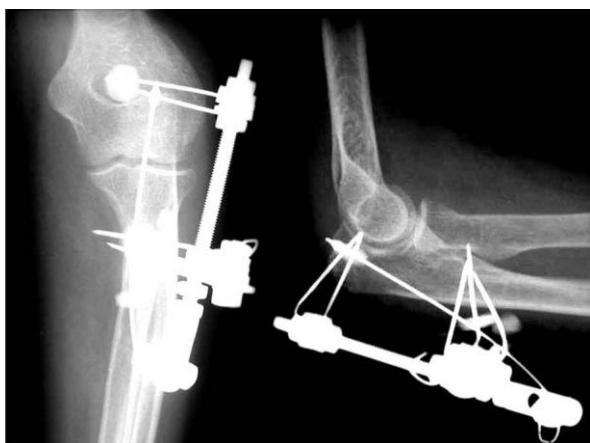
Рентгенограммы больной П., 54 лет, через 14 дней после произведенного чрескостного остеосинтеза
